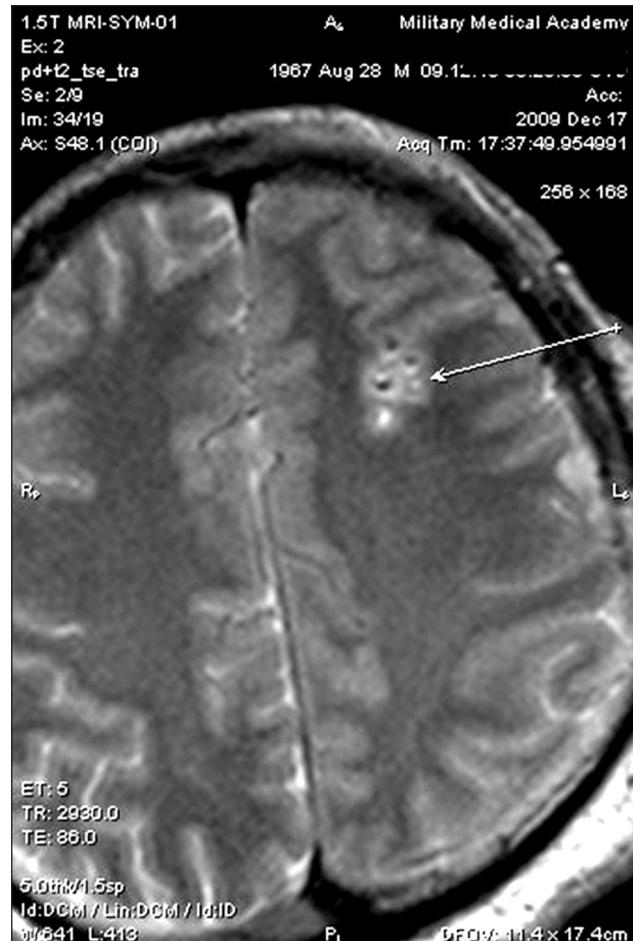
Послеоперационная МРТ пациента, подвергшегося многопозиционной криодеструкции внутримозговой опухоли (аксиальный срез).
